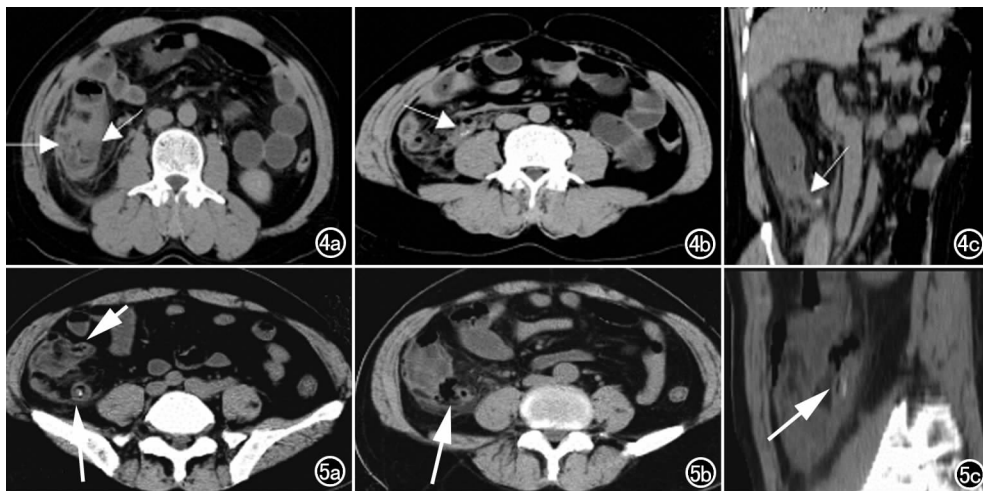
急性坏疽性阑尾炎并周围脓肿形成。a) 轴面平扫示右下腹混杂密度灶(箭),阑尾显示不清(术前误诊为盆腔炎); b) 增强扫描晚期,在下一层面可见粪石(箭); c) MPR 清楚地显示阑尾增粗,远端内有粪石(箭),周围见渗出液。图 5 急性坏疽性阑尾炎并穿孔,腹膜炎。a) 轴面 CT 示盲肠末端前内侧为回盲部和末段回肠(箭),阑尾(长箭)位于盲肠末端内后方,可见增粗,边缘模糊,内见粪石; b) 轴面 CT 示阑尾上方层面的腹腔内见混杂密度灶,内有气体(箭); c) MPR 清楚地显示阑尾明显增粗,阑尾腔扩大,上方见积气(箭)。
